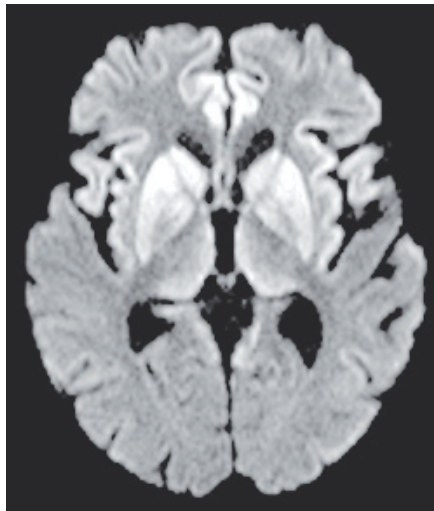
Снимки МРТ больной Г., 1960 г.р. На диффузионно-взвешенных изображениях (DWI) с коэффициентом $b1000$ определяется симметричный гиперинтенсивный сигнал (ограничение диффузии) от подкорковых ядер – головки хвостатых ядер, чечевицеобразных ядер (скорлупа, бледный шар) и дорсомедиальных отделов таламусов (симптом «хоккейной клюшки»). Аналогичный гиперинтенсивный сигнал отмечается в медиальных корковых отделах лобных долей и островковых зон с обеих сторон
